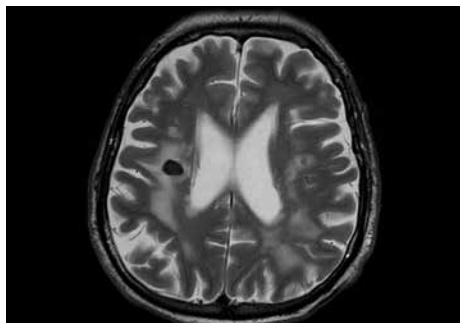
Nevrocisticerkoza, od leve proti desni prikazana na CT, T1 poudarjeni MR in T2 poudarjeni MR.
